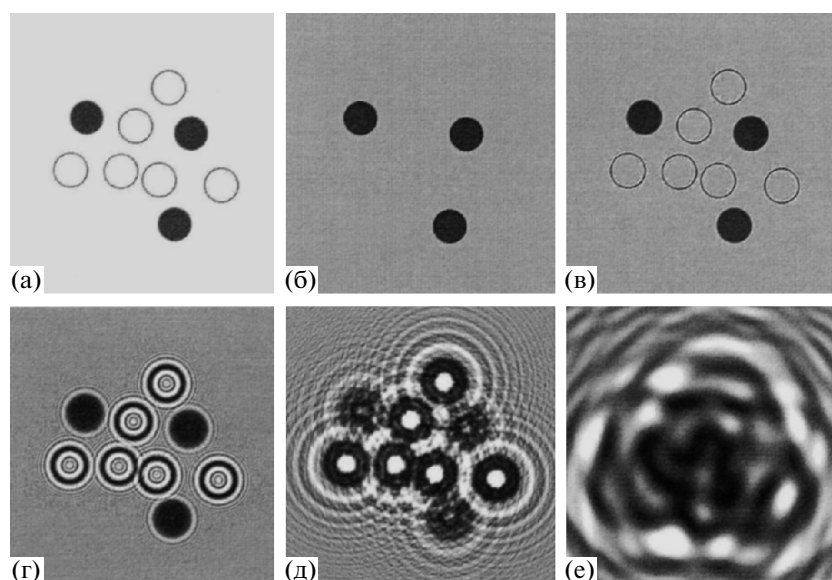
Компьютерное моделирование изображений фантома, состоящего из абсорбционного (темные кружки) и не поглощающего (фазового) (светлые кружки) дисков диаметром 5 мкм (а), освещаемого рентгеновской плоской монохроматической волной с энергией 12.4 кэВ и расположенного на расстоянии z от детектора: $z = 0.1$ ($z \ll a^2/\lambda$) (б); $z = 1$ ($z \approx a^2/\lambda$) (в); $z = 10$ ($z \ll a^2/\lambda$) (г); $z = 100$ ($z \leq a^2/\lambda$) (д); $z = 1000$ мм ($z > a^2/\lambda$) (е).
